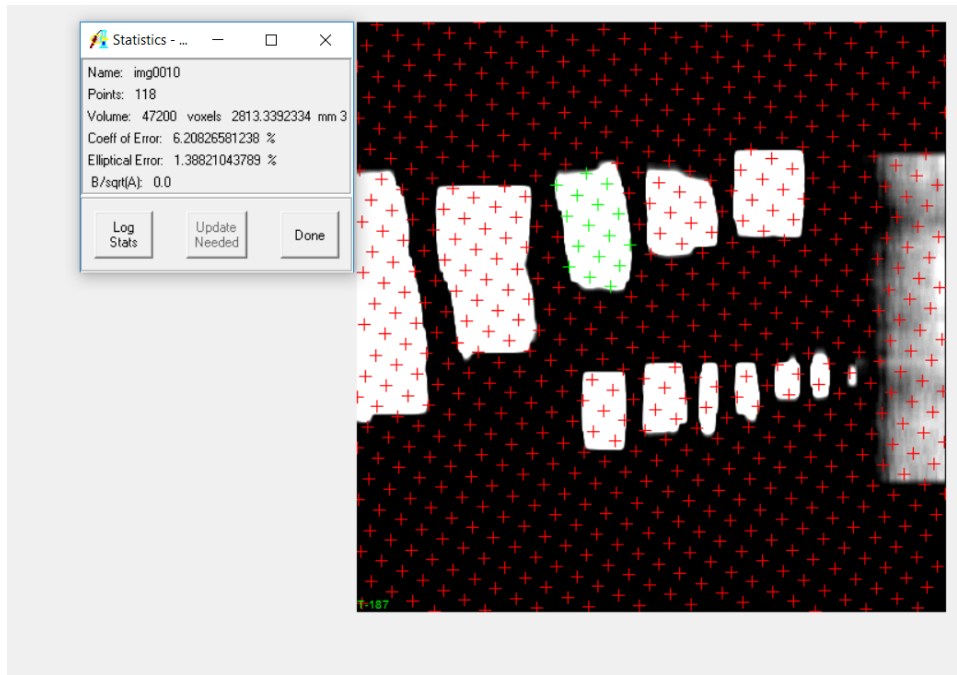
Κομμάτια από καλαμάρι τοποθετήθηκαν κατά σειρά μεγέθους πάνω σε δοκιμαστική ξύλινη πλάκα και πραγματοποιήθηκε απεικόνιση μέσω CT και MRI.
